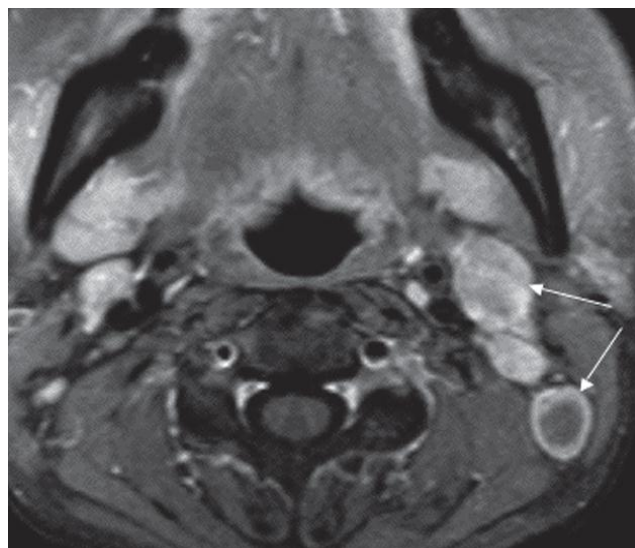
Hình ảnh của UTMH trên phim chụp MRI:
